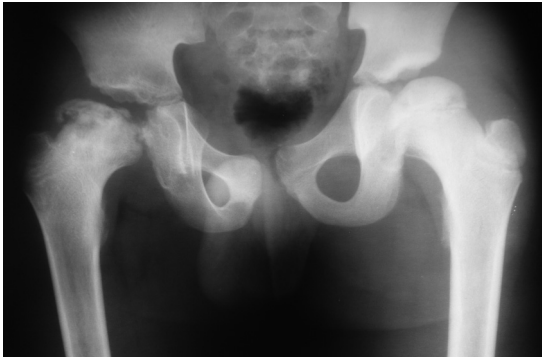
股関節単純X線正面像(11歳：発症1年後)
